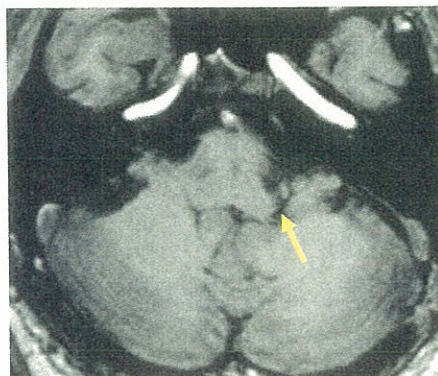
手術後MRI。左後下小脳動脈のループが橋・延髄移行部から移動されている。
